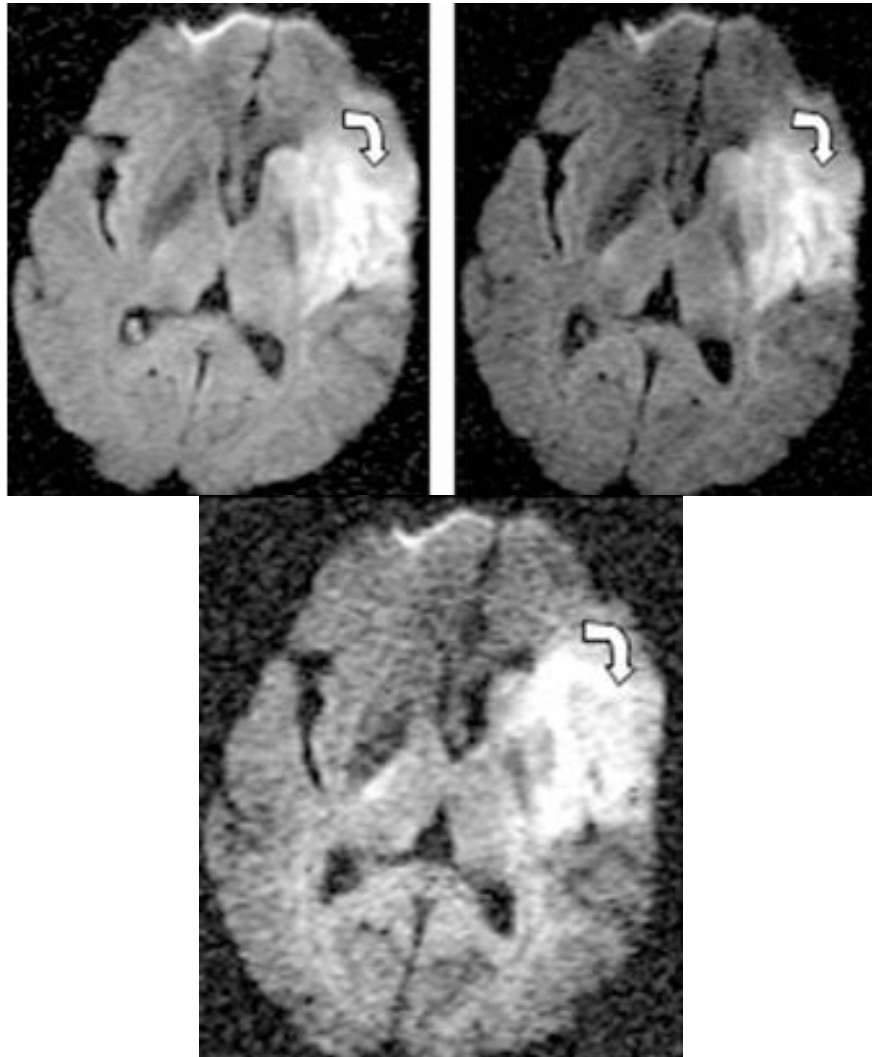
RM en secuencia de difusión, utilizada para definir zonas de infarto, donde se observan áreas de hiperintensidad, que indican zona de edema citotóxico, asociado a evento vascular cerebral isquémico en territorio de la arteria cerebral media (flechas curvas) (Osborn et al., 2012).
